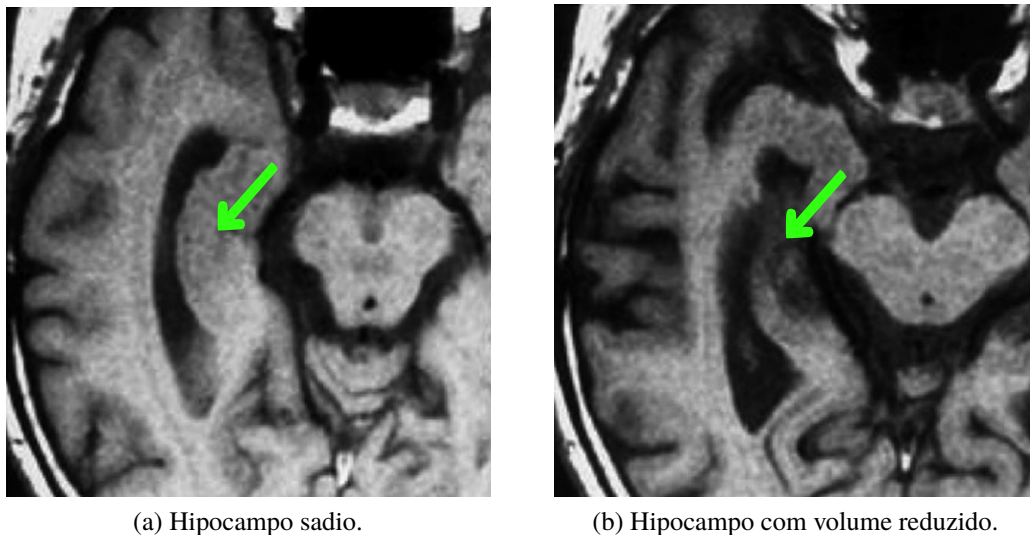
Exemplos de RM estrutural de pacientes em diferentes condições de saúde, mostrando atrofia do hipocampo em decorrência da DA. A imagem da esquerda mostra um hipocampo sadio, enquanto a da direita mostra o hipocampo de um paciente com diagnóstico clínico confirmado da DA. Adaptado de Promteangtrong et al. (2015).
